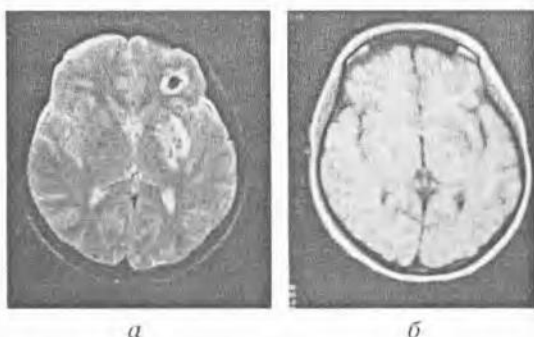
МРТ-признаки внутримозговой гематомы (а, б). Т1 и Т2 взвешенные изображения
